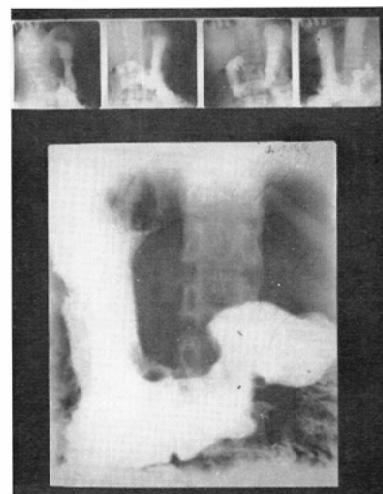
Case 12. defect of Angulus (over. miniature, under. routine X-ray) cancer.
